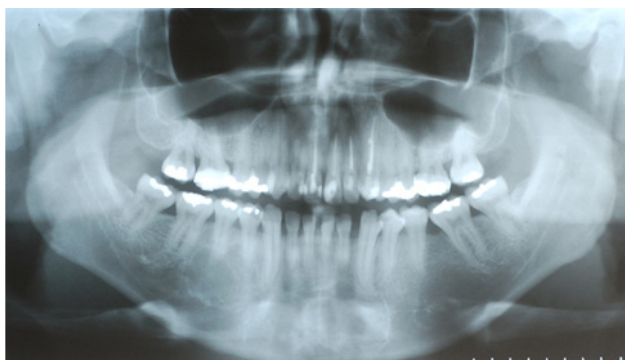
Radiografia Panorâmica Pré-Operatório, demonstrando aumento de ambas lesões radiolúcidas e projeções entre os ápices das unidades dentárias adjacentes na lesão localizada no corpo mandibular.
